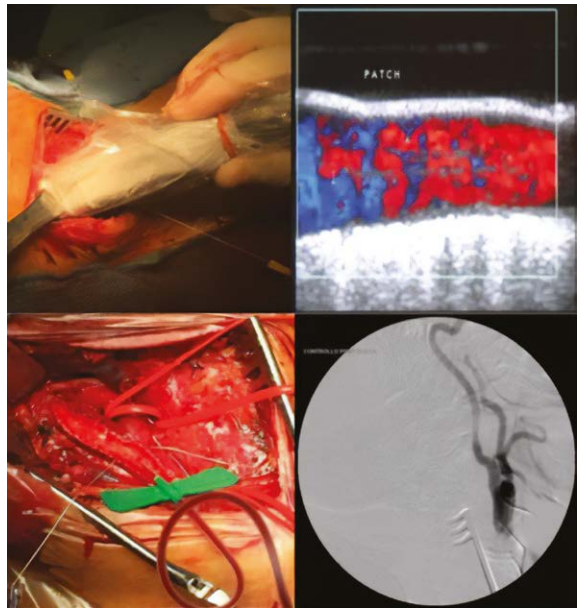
Controllo intraoperatorio con ecocolor-doppler ed angiografia.
